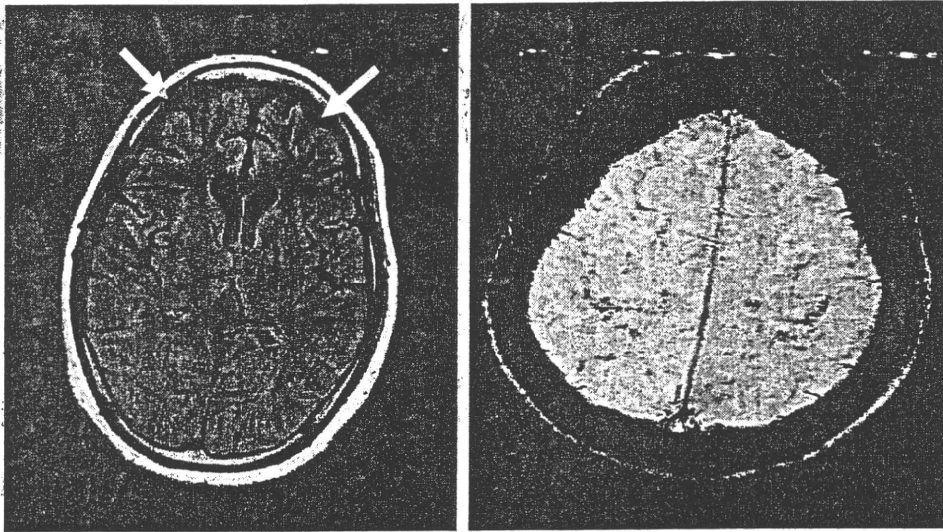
MRI FLAIR (左), SWI (右) ; 発症4ヵ月, 前頭葉軽度萎縮を認め, 大脳皮質に点状影を認める.
